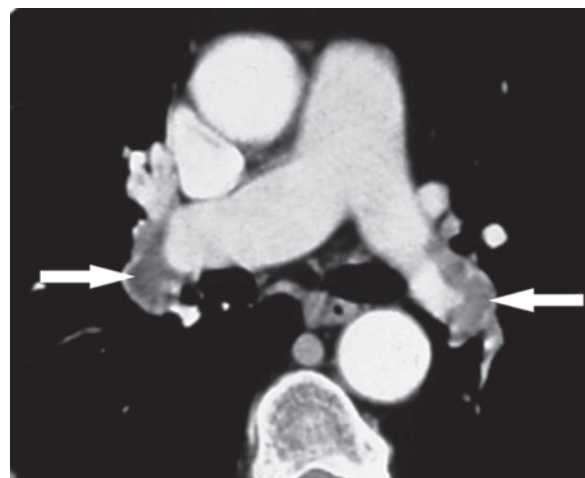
肺塞栓症の胸部造影 CT 両側肺動脈に造影欠損(矢印)がある(Brant WE, Helms CA. *Fundamentals of Diagnostic Radiology*. 4th ed. Philadelphia, PA : Lippincott Williams & Wilkins ; 2012. より)。
